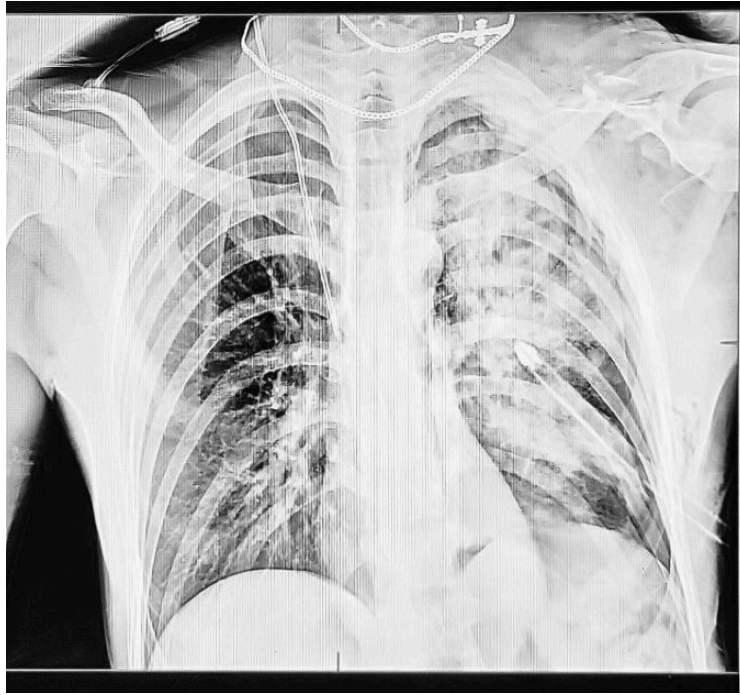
Рентгенологічні ознаки інфільтративних змін легень
